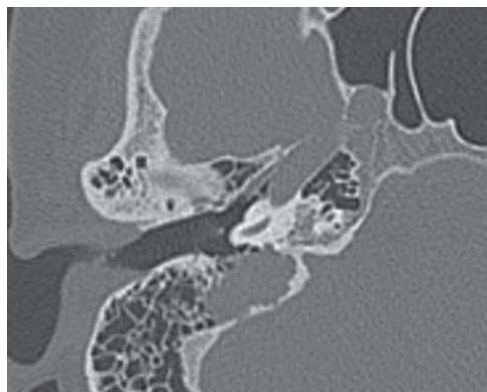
Спиральная компьютерная томография правой височной кости с инфралабиринтной холестериновой гранулемой, аксиальная проекция
